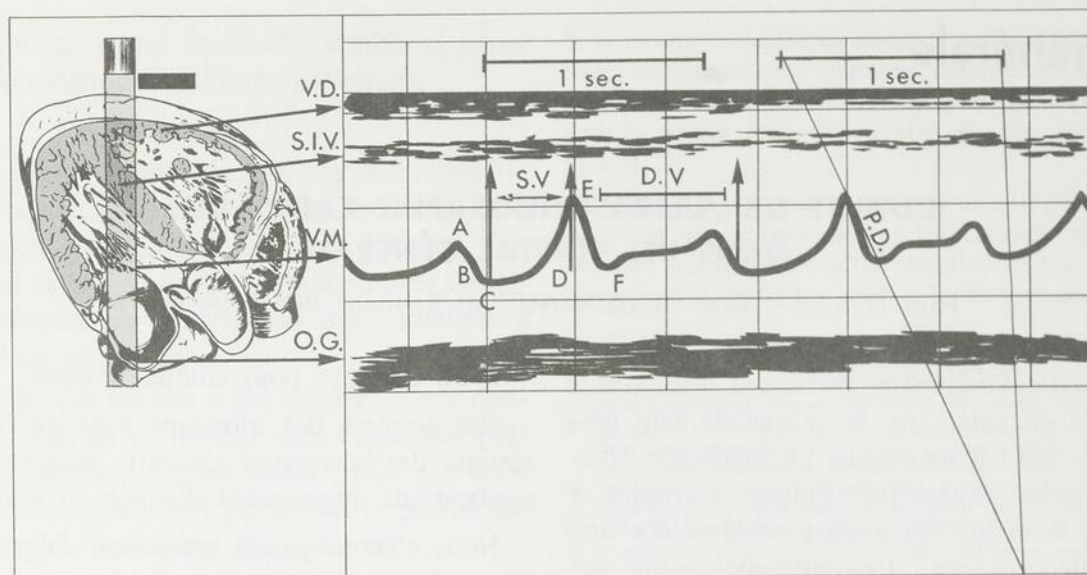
Echocardiogramme normal — Corrélation anatomique. V.D. → ventricule droit. S.I.V. → septum interventriculaire. V.M. → Valve mitrale, feuillet antérieur. O.G. → oreillette gauche, paroi postérieure. Vitesse du papier: 25 mm/sec., horizontal. Amplitude: 1 carreau = 2 cm, vertical. S.V.: systole ventriculaire. D.V.: diastole ventriculaire. P.D.: pente diastolique.
